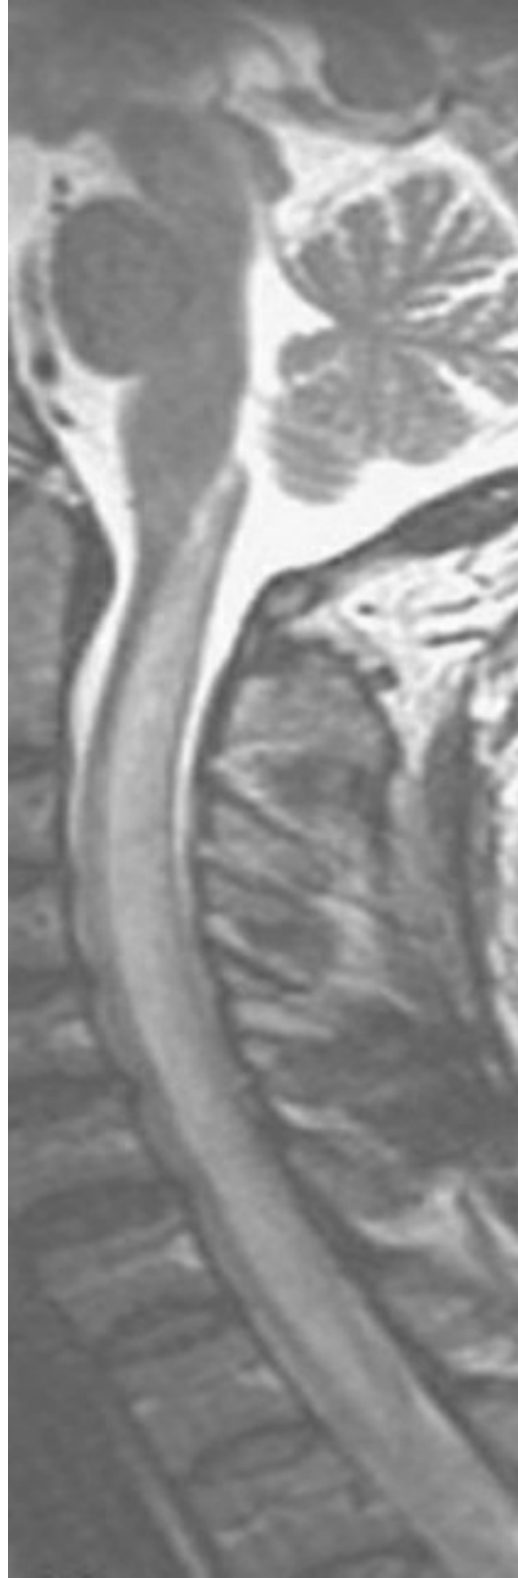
RMN sagital ponderada en T2.
